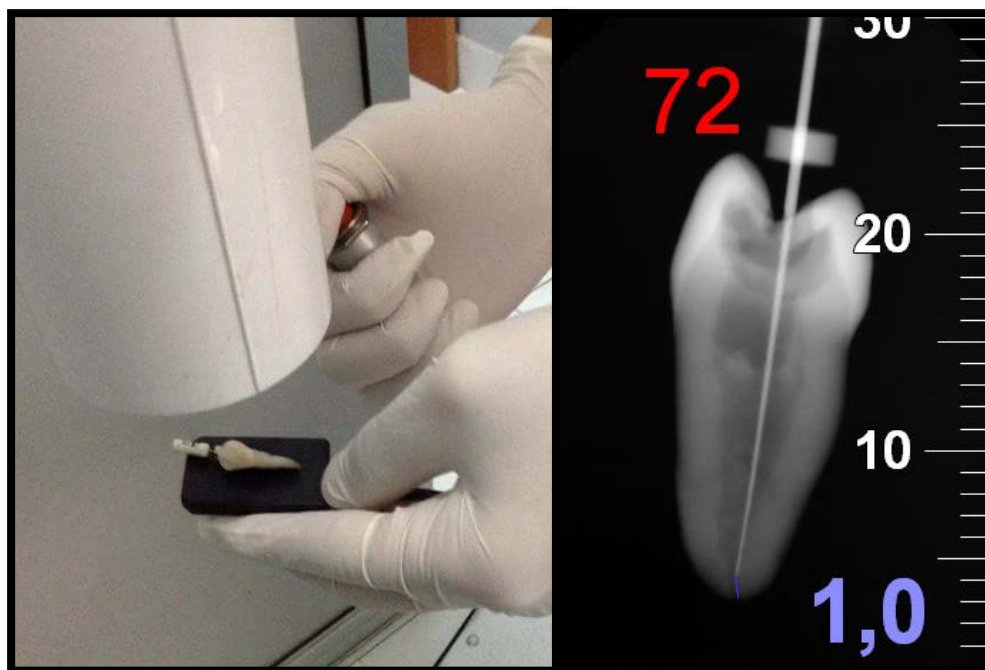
Uso de la regla del software de radiografía digital para obtener la medida exacta de la conductometría.
